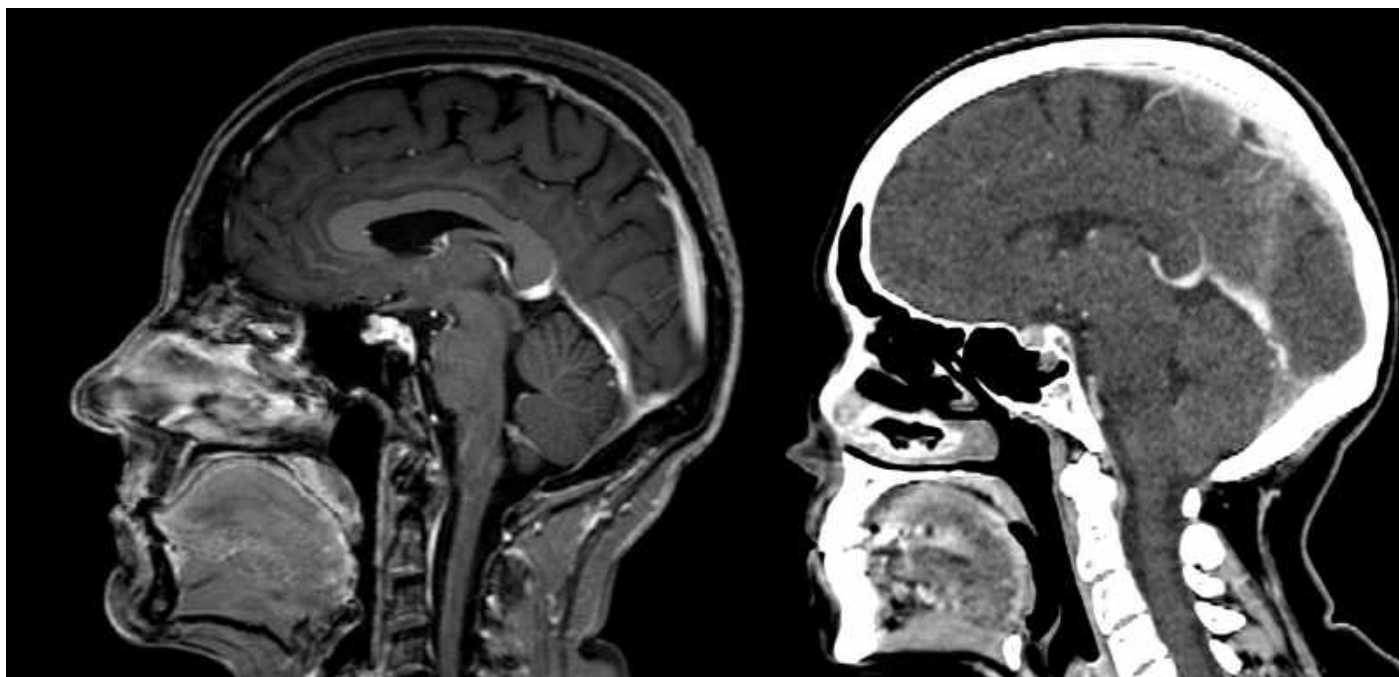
Сагітальні площини: (ліворуч) магнітно-резонансна томографія (МРТ) з в/в контрастуванням та (праворуч) комп'ютерна томографія (КТ) з в/в контрастуванням - демонструє руйнування кістки метастазом в гіпофіз ТС і верхньої третини схилу основної кістки
